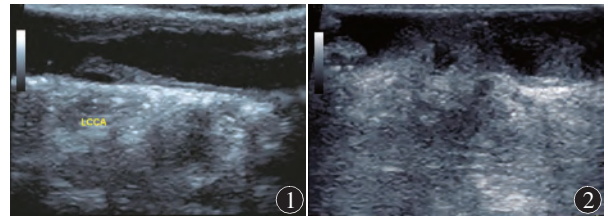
术中二维超声显示手术下切缘颈总动脉前、后壁均残留有动脉粥样硬化斑块 图 2 术中二维超声显示手术范围颈内动脉管腔内充填低回声,提示术中颈动脉血栓形成
